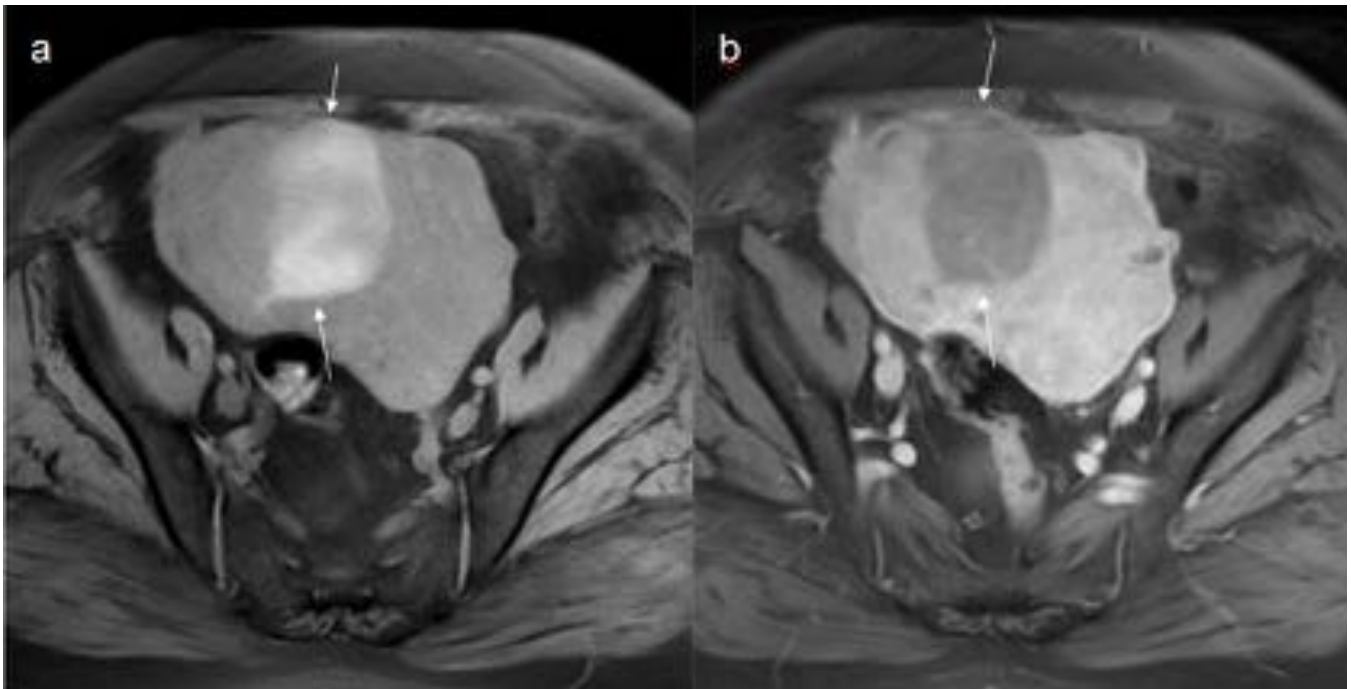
Fig 16 Mujer 64 años, sin antecedentes. Dolor e hinchazón abdominal en últimos meses. T1 SPGR axial con saturación grasa sin contraste(a): zona espontáneamente hiperintensa que correspondió a área de degeneración hemorrágica en el estudio histológico y T1 SPGR tras contraste en fase tardía(b): captación de contraste por las zonas sólidas, sin captación en área de necrosis isquémica. RM no puede
